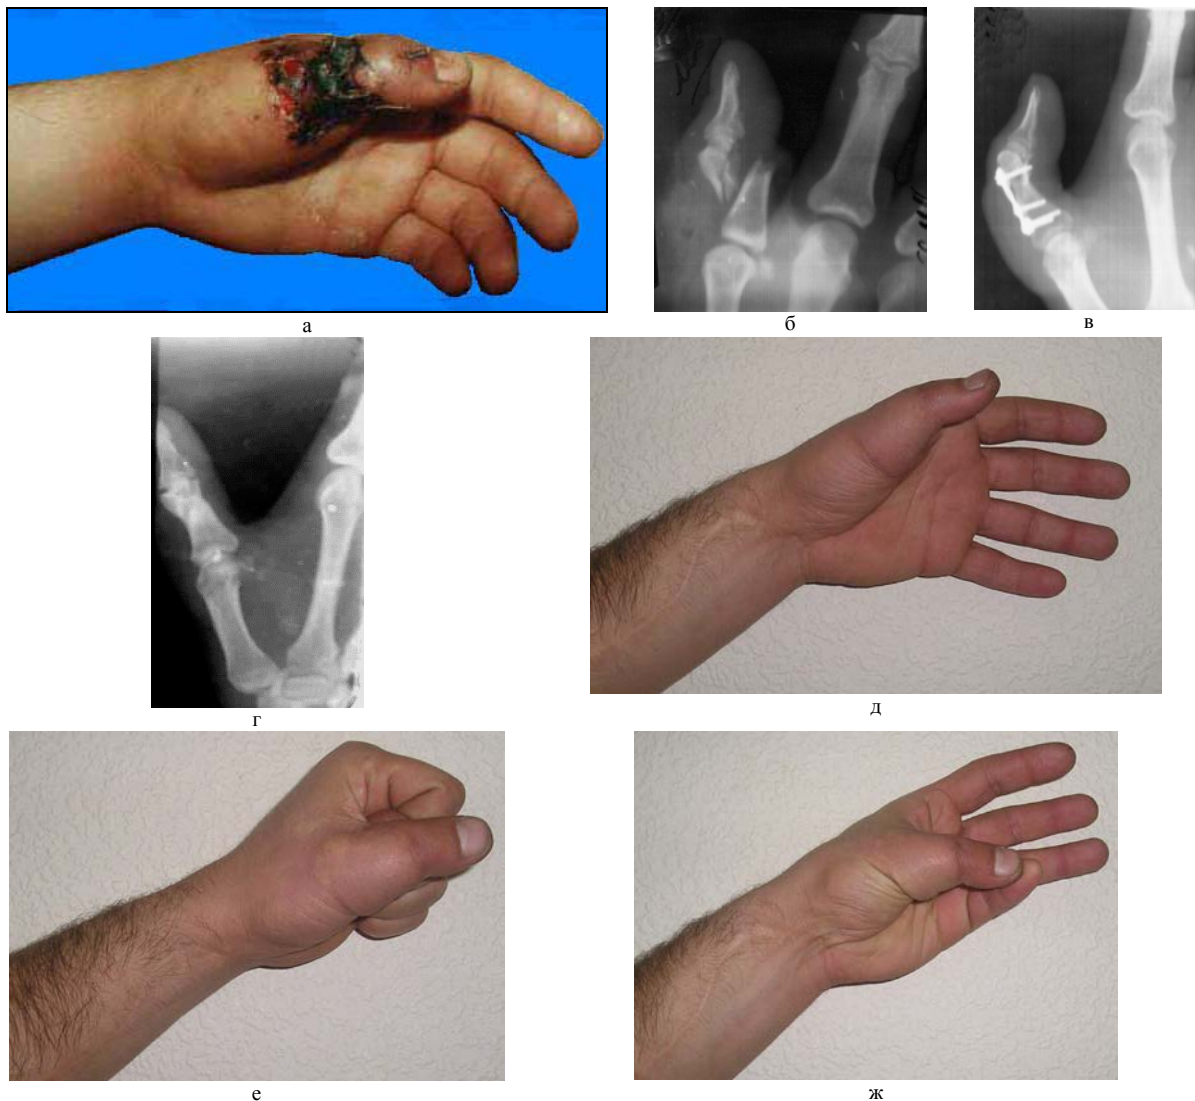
Пациент Д., 25 лет. Диагноз: открытый перелом основной фаланги, травматическая отслойка покровных тканей первого пальца левой кисти: а – до операции; б – рентгенограмма кисти до операции; в – наkostный остеосинтез основной фаланги пальца; г, д, е, ж – отдаленный результат лечения
